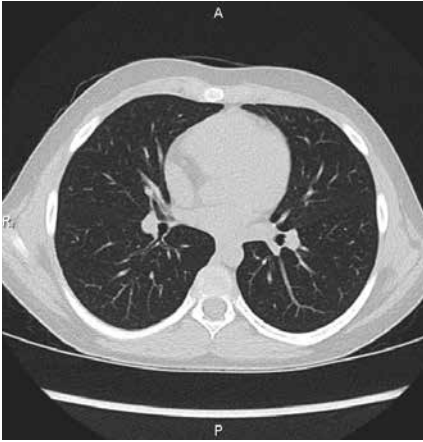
Компьютерная томограмма органов грудной полости, вариант нормы (собственный архив О.В. Кустовой и О.И. Симоновой).
